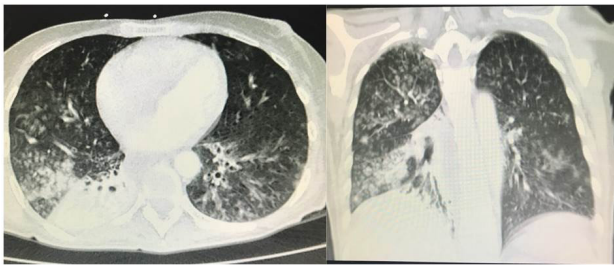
Tomografía computarizada de tórax: bronquiectasias cilíndricas con signos de infección/inflamación de predominio en lóbulos inferiores, con múltiples opacidades pulmonares de morfología nodular centrolobulillares y patrón en árbol en brote.
